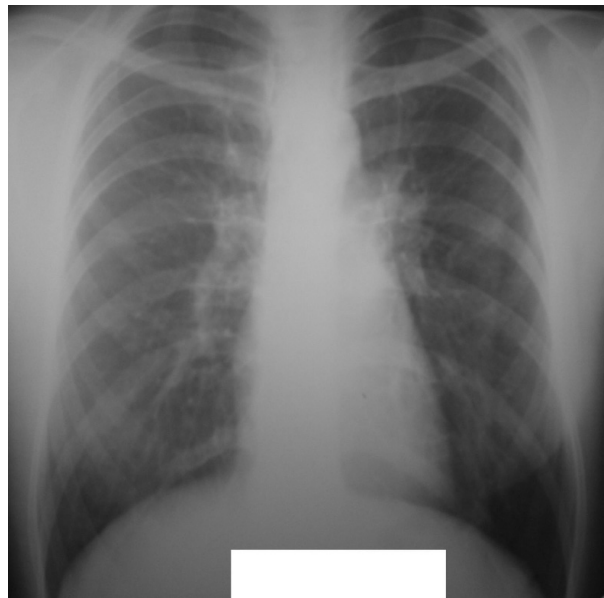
Оглядова рентгенограма хворої Я. після лікування.
